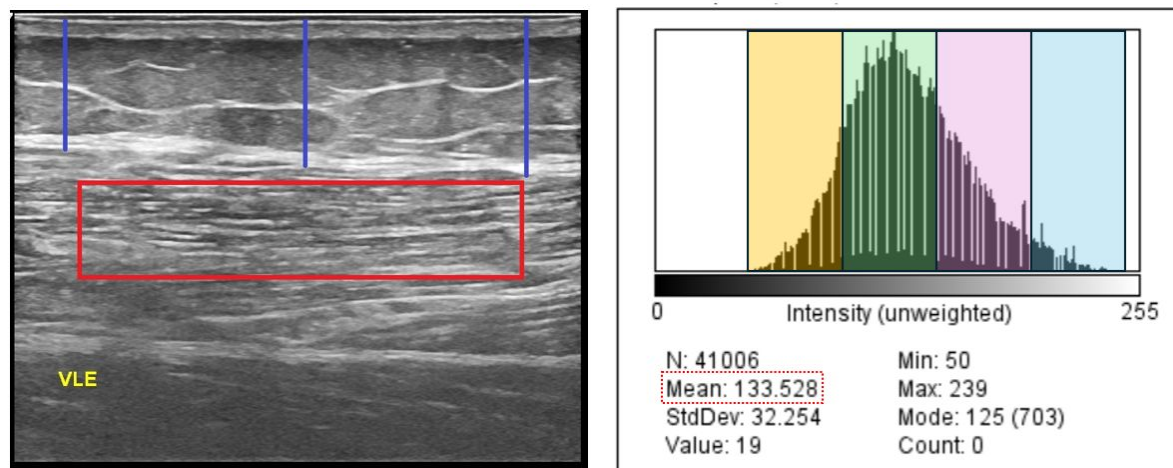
A esquerda - Imagem gerada por US do músculo vasto lateral perna esquerda de uma mulher com OAJ. Em vermelho está representada a área de interesse de avaliação da qualidade muscular (ROI) (altura de 1cm e largura de 4cm). Em azul, estão representadas as três medidas da camada de gordura, partindo da camada da pele até o início da fáscia muscular. A direita- imagem de um histograma gerado a partir de um sonograma de US. A ecointensidade média está destacada no pontilhado em vermelho. A frequência em bandas de ecointensidade estão representadas respectivamente: 50-100 (amarela), 101-150 (verde), 151-200 (rosa), 201-255 (azul) (Fonte: próprio autor).
